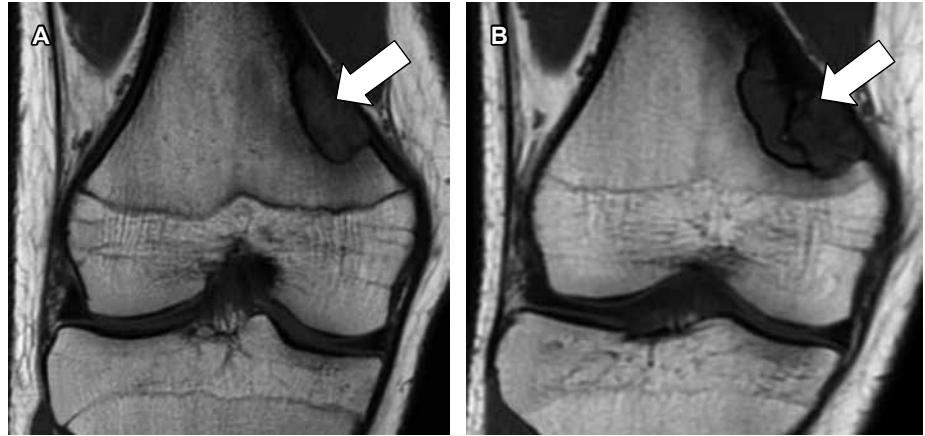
Resonancia magnética de la rodilla izquierda en plano coronal, secuencia T1. A) Año 2020. B) Año 2022. C) Año 2024. Se observa un fibroma no osificante localizado en la porción posterior y medial de la diáfisis femoral (flecha blanca).
